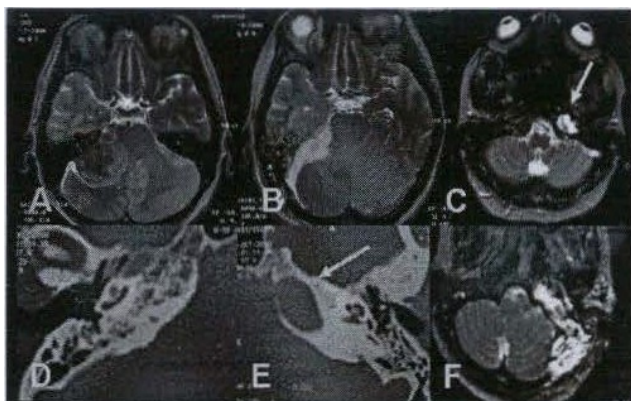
(a) RM de meningioma gigante con base de implantación en región petrosa a predominio de la zona anterior del CAI, la lesión presenta PO sin edema del tallo, (b) imagen postoperatoria donde se observa resección total, (e) RM preoperatoria de colesteatoma intrapetroso, (d) y (e) TAC comparativas de regiones petrosas, la flecha señala destrucción ósea provocada en el ápice petroso por la lesión, (f) imagen postoperatoria donde se constata resección total por un abordaje
